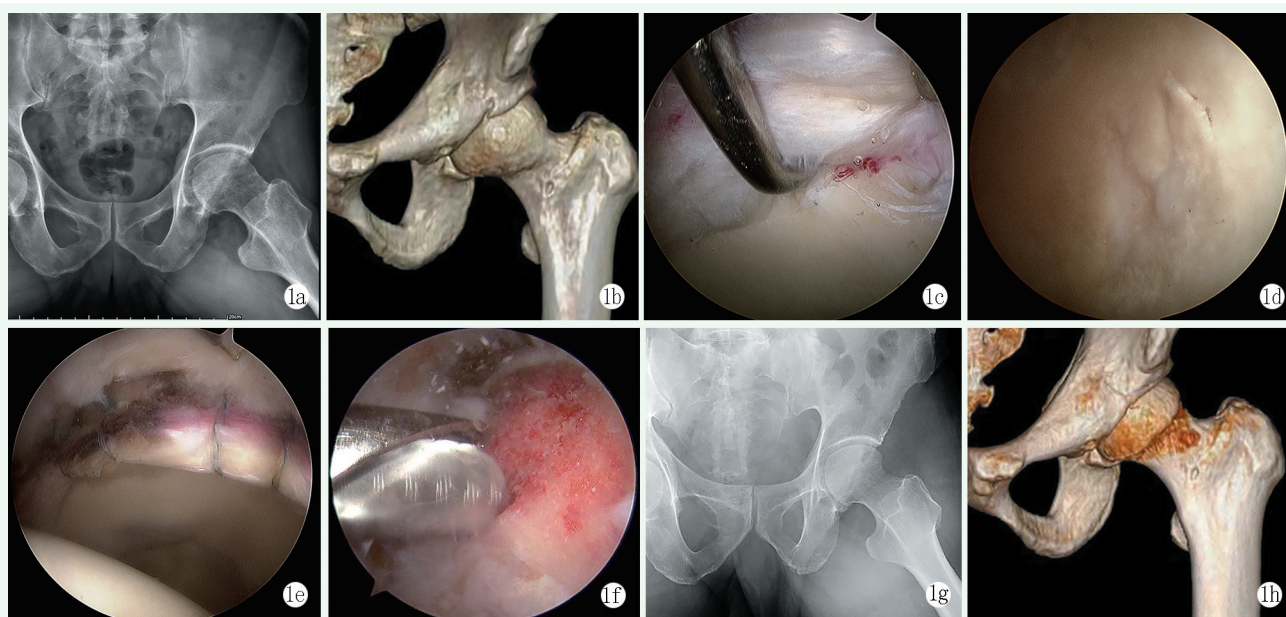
患者,男性,58岁 1a:术前X线显示凸轮样畸形 1b:术前CT显示凸轮样畸形 1c:关节镜下观察孟唇撕裂 1d:关节镜下观察髋臼软骨损伤 1e:关节镜下孟唇缝合后 1f:关节镜下磨除凸轮畸形 1g:术后X线显示凸轮畸形彻底磨除 1h:术后CT显示凸轮畸形彻底磨除
